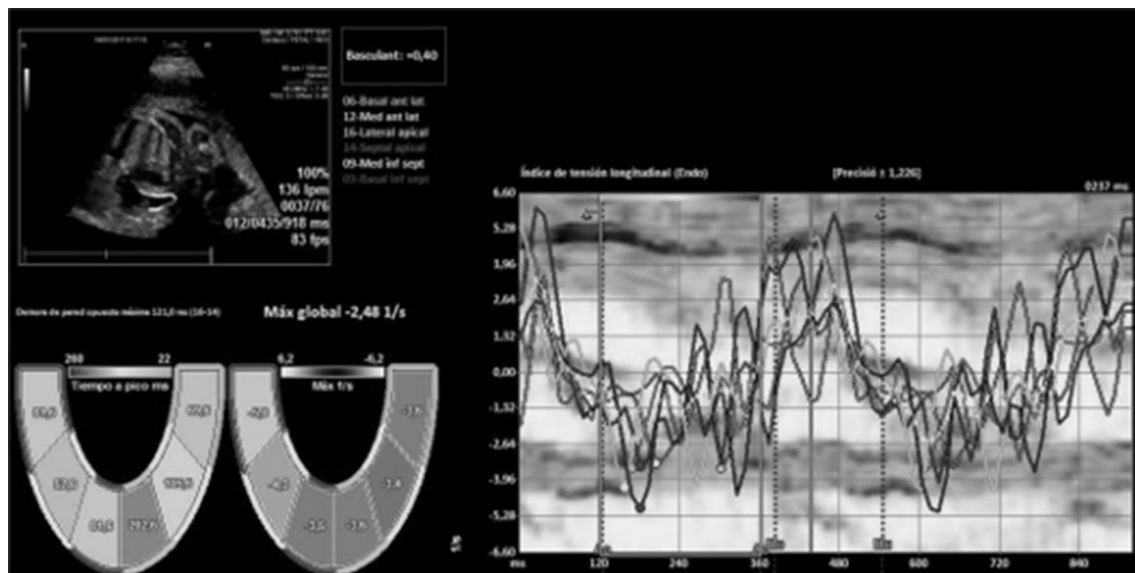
Measurement of the strain rate obtained by speckle tracking. The software of the ultrasound analyses the regional values of strain rate of the six segments in which it divides the myocardium, offering an average value of them
